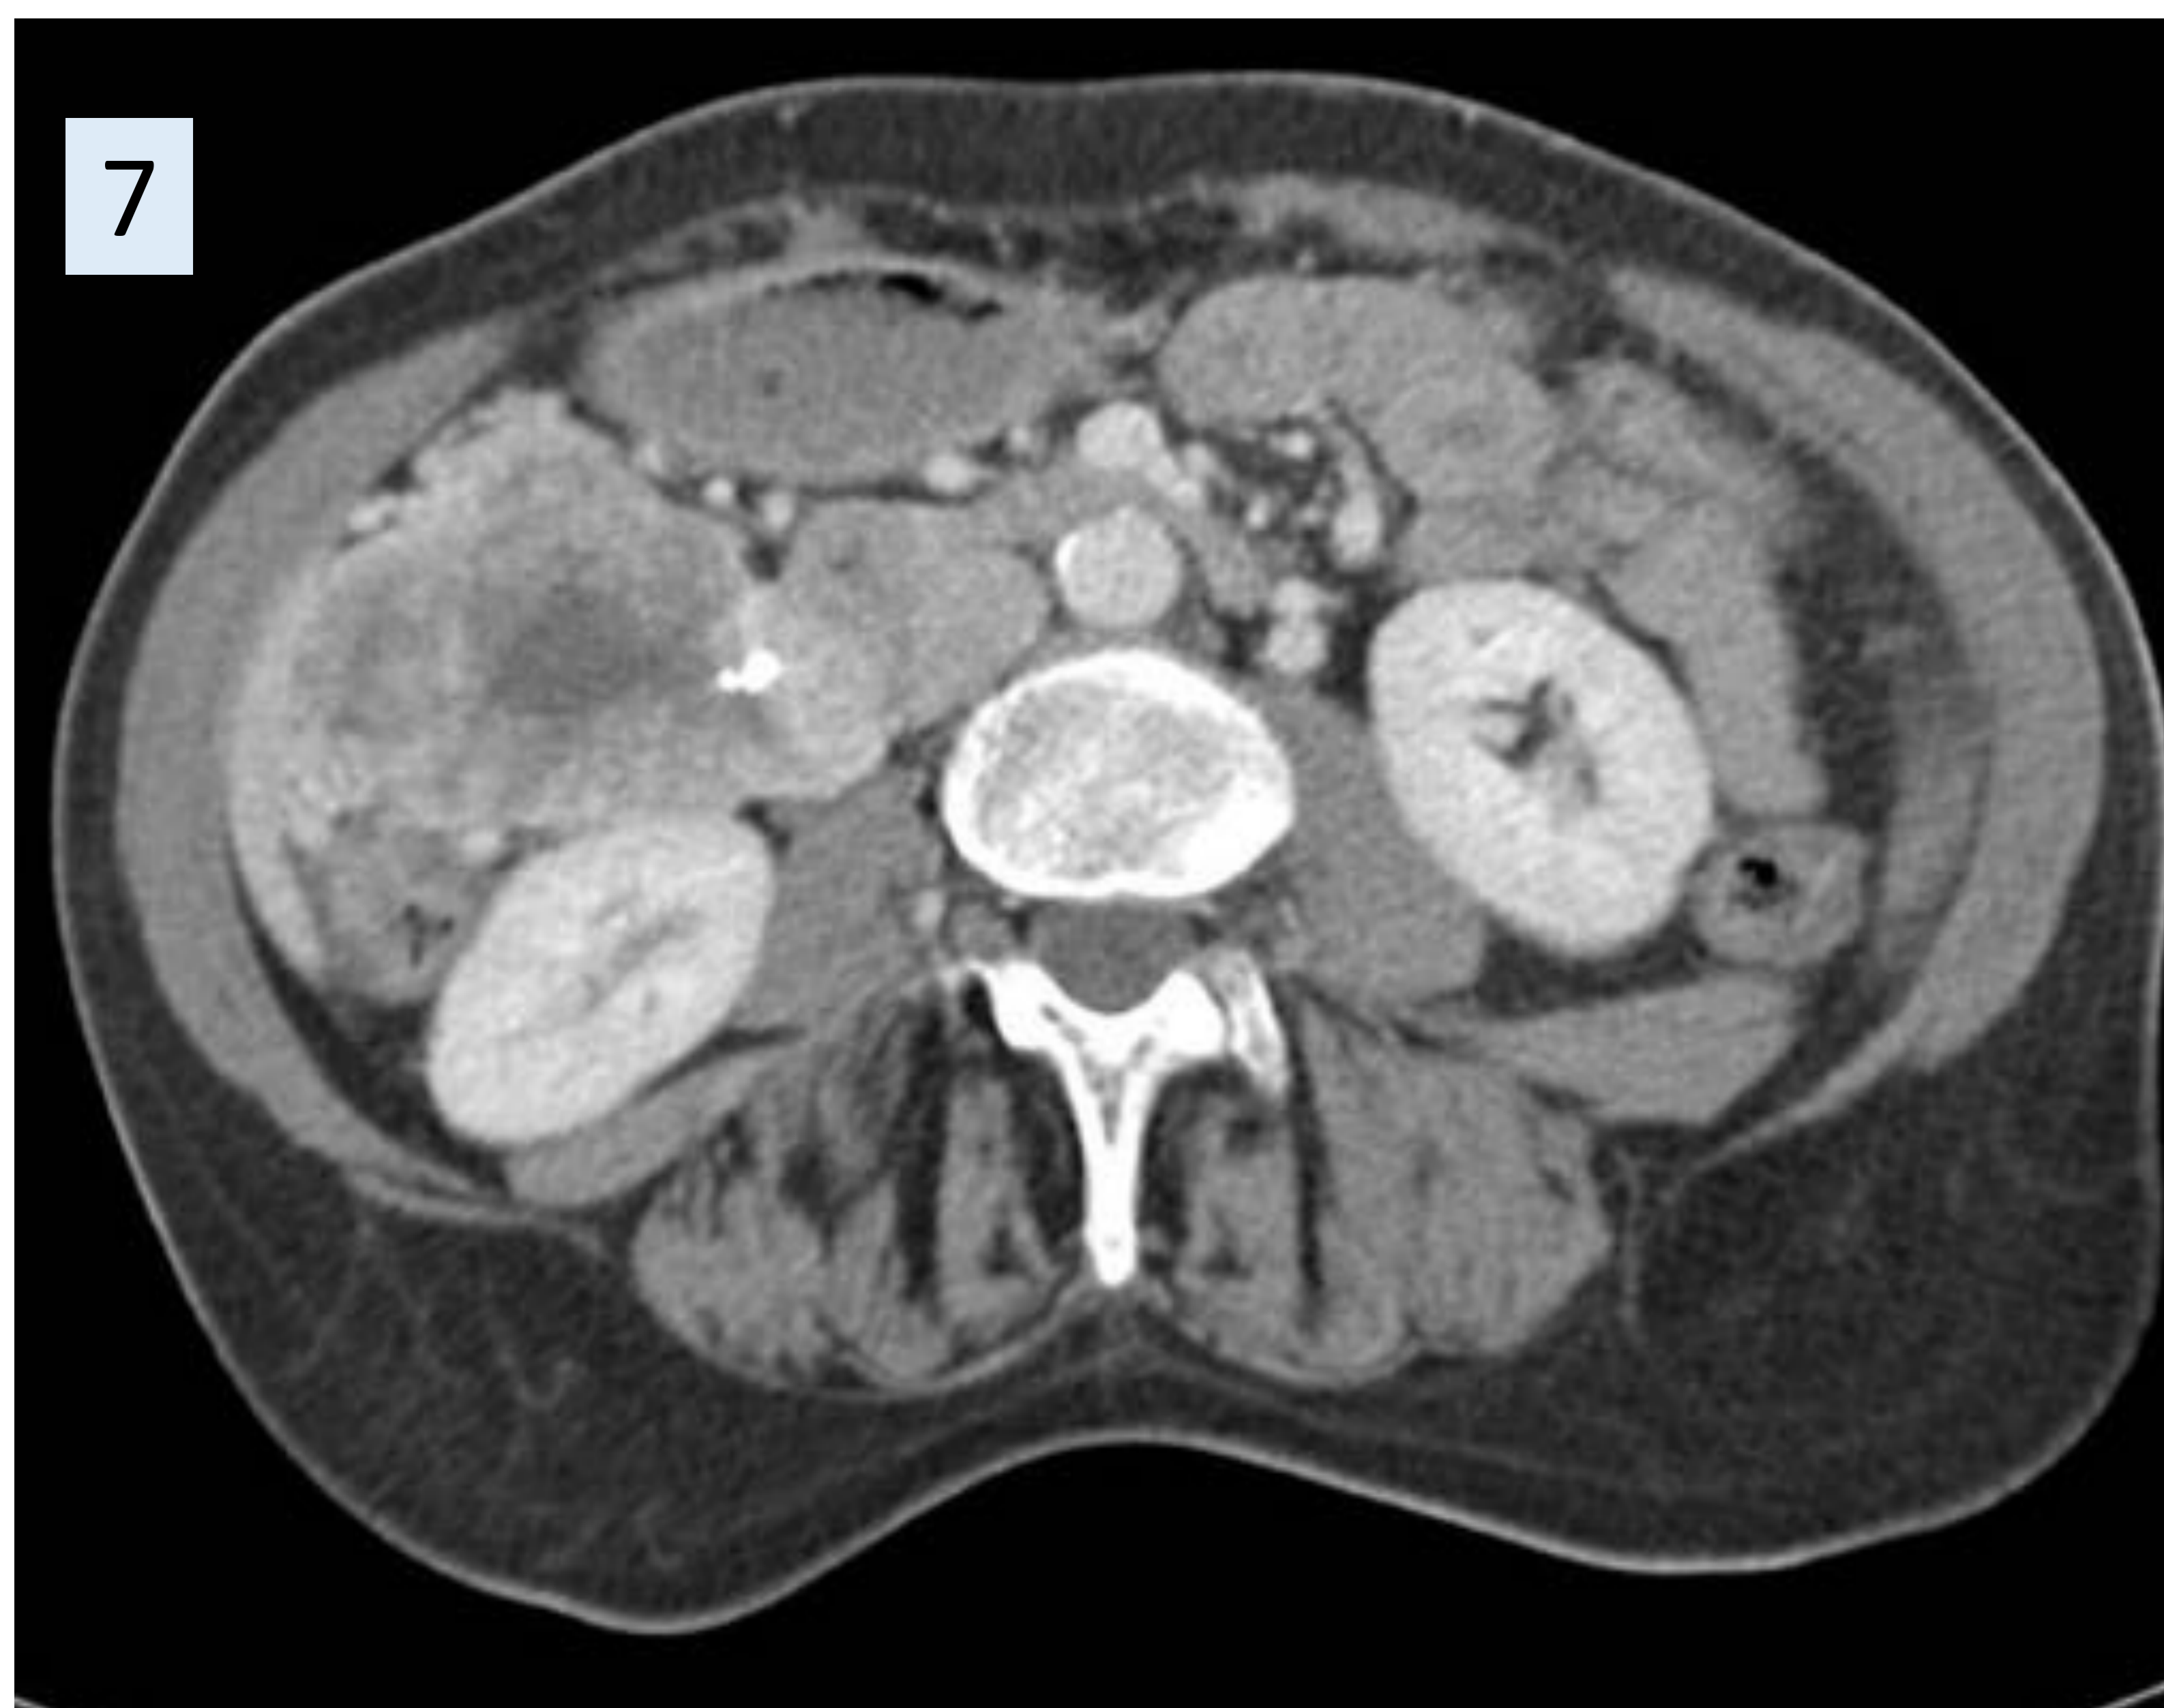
(7) TC con CIV en fase venosa. GIST de origen duodenal con pequeñas calcificaciones en su interior en el momento del diagnóstico. (8) GIST ileal de gran tamaño con densidad heterogénea y calcificaciones groseras en el parénquima tumoral. *Hospital Universitario Infanta Cristina. Unidad Central de Radiodiagnóstico.*
